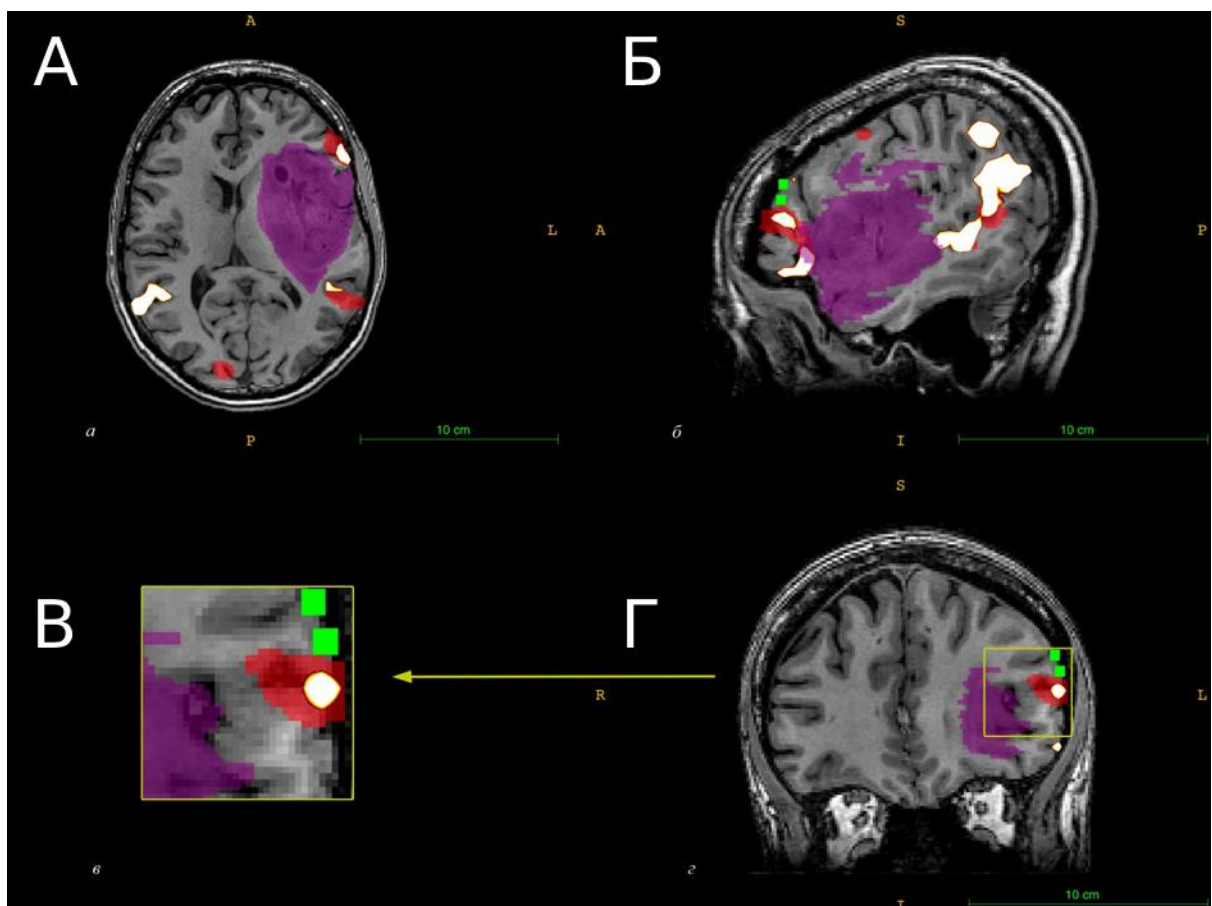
Пациентка №3. Анапластическая олигодендроглиома (WHO Grade III) левой лобно-височно-островковой области. МРТ в аксиальной (А), сагиттальной (Б) и фронтальной (Г) проекциях. Совмещение активации стимул-зависимой фМРТ, фМРТ в «состоянии покоя» и интраоперационных ответов. Увеличенный фрагмент области интереса (В). Красным обозначается активация фМРТс, белым – фМРТп, зеленым – «положительные» точки интраоперационного картирования. Фиолетовым выделена опухоль
